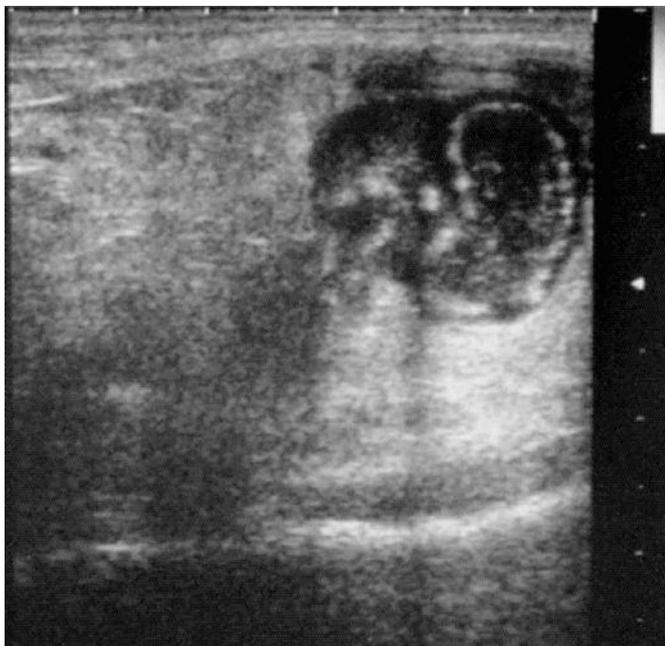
Ecografia della tumefazione.
